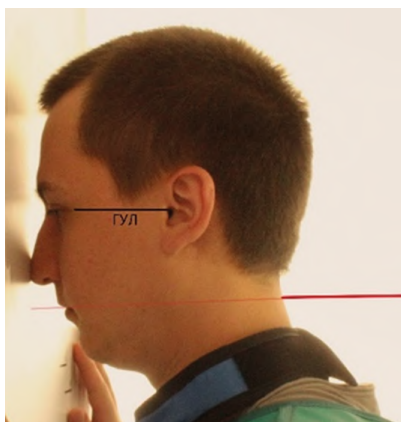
Рентгенография нижней челюсти. Передняя проекция
